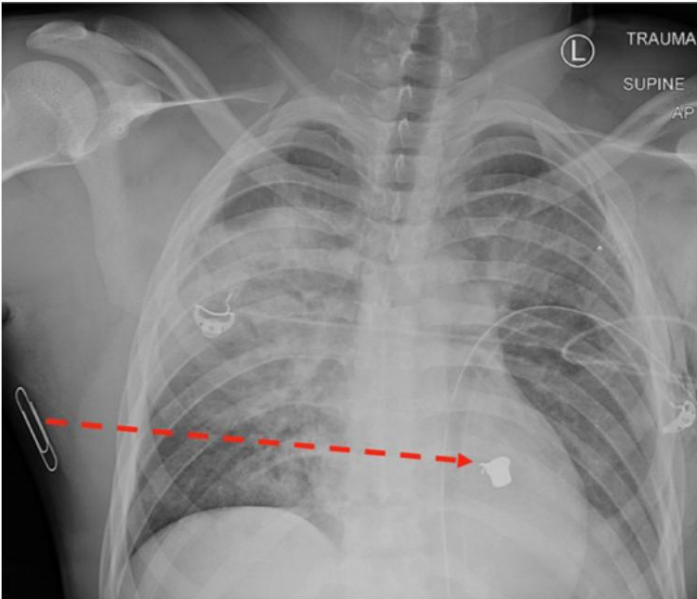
Radiografia de tórax com ferimento a bala no tórax direito. Esta radiografia de tórax foi obtida após o paciente apresentar um ferimento a bala no tórax direito.
